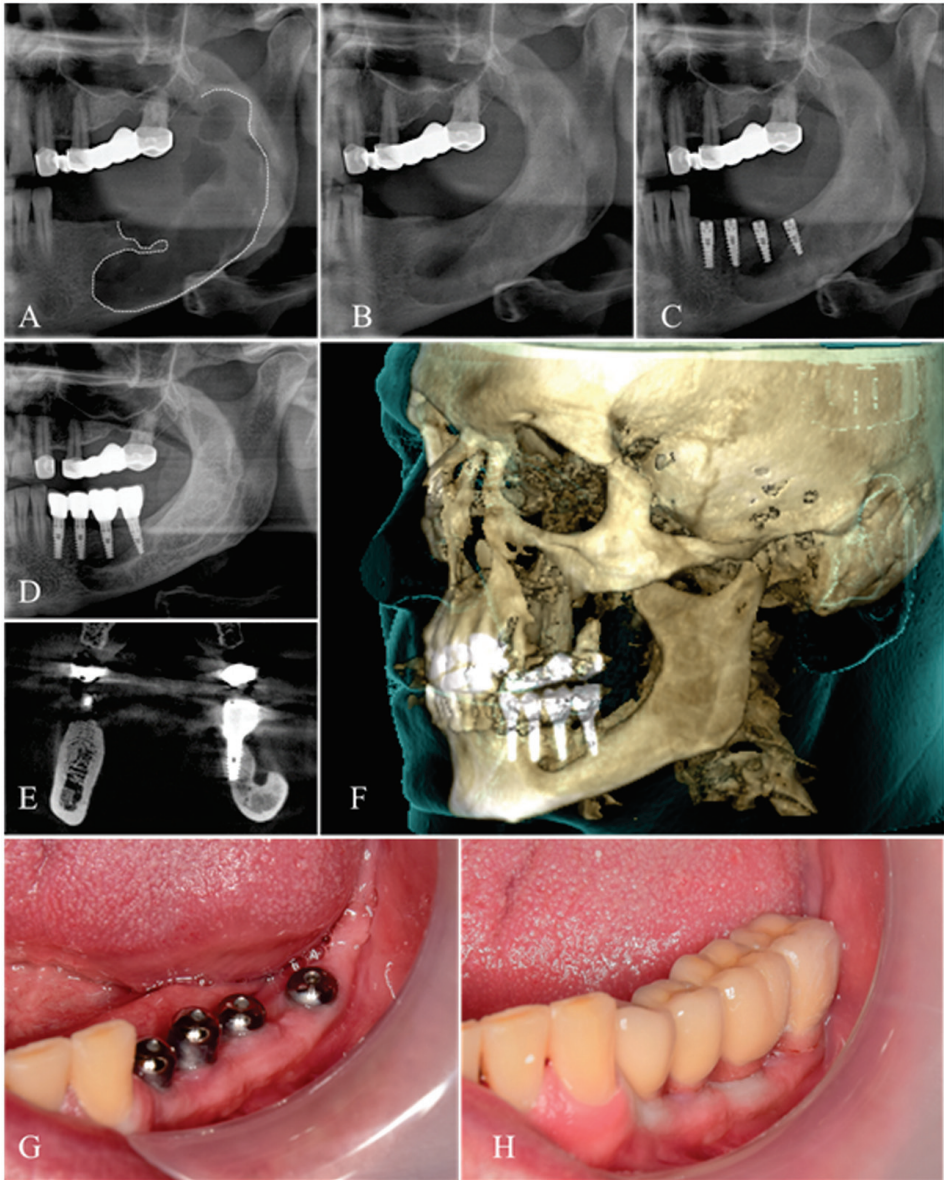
Restabilirea defectului osos după înlăturarea keratochistului, fără utilizarea biomaterialelor: A) Secvență OPG postoperator (marcajul alb reprezintă limitele defectului); B) Secvență OPG la 7 luni postoperator; C) Secvență OPG postimplantar; D) Secvență OPG la 5 ani de funcție a reabilitării implanto-protetice; E) Secțiune coronală CBCT - comparație simetrică dreapta-stânga în regiunea implantului inserat la nivelul d. 36, se determină prezența defectului osos, invaginarea în defect a țesuturilor moi; F) Reconstrucție volumetrică tridimensională CBCT, cu evidențierea defectului osos vestibular, aspect din stânga; G) Aspect endooral la etapa aplicării conformatorilor gingivali, gingie suficientă periimplantar; H) Construcția protetică pe implante, adaptare gingivală.
